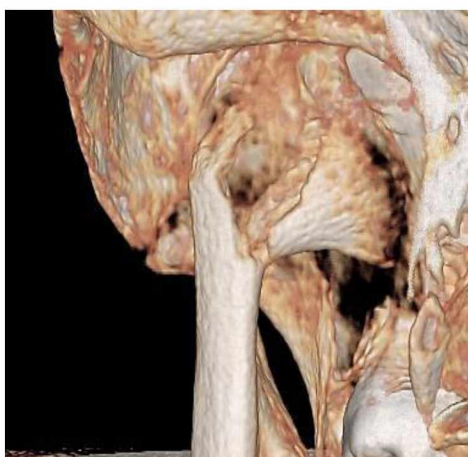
3Д томография перелома.
